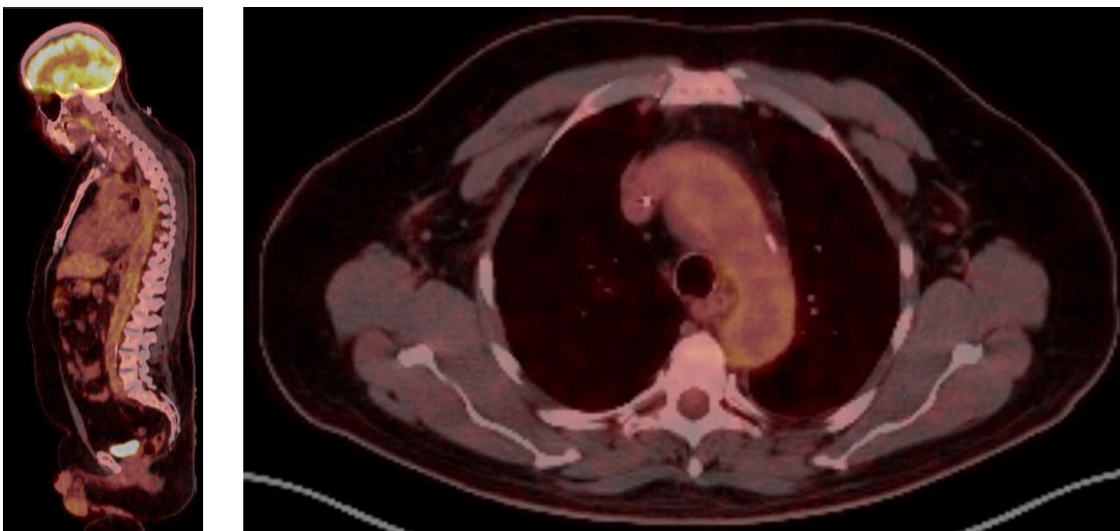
PET-TC. Aumento de captación de morfología lineal, irregular y parcheado a nivel de paredes vasculares que se extiende desde raíz aórtica hasta bifurcación iliaca, compatible con aortitis difusa.
